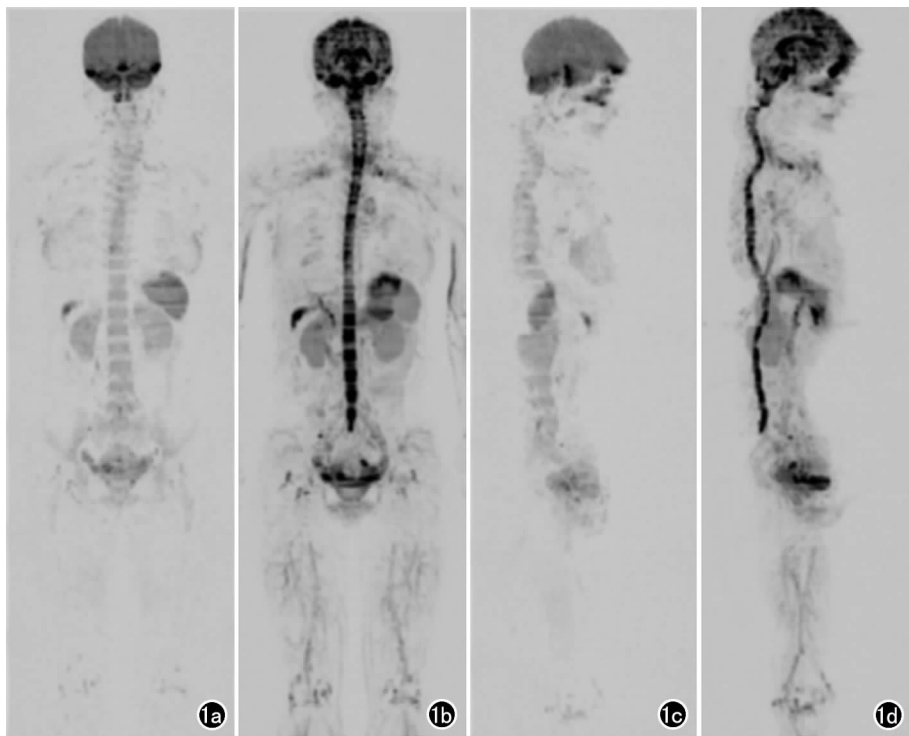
正常健康者志愿者 WB-DWI 图像, 女, 42 岁, 全身图像评分为 59 分, 头颈交界区有轻度变形。a) $b=600\text{s/mm}^2$ 正位图; b) $b=0\text{s/mm}^2$ 正位图; c) $b=600\text{s/mm}^2$ 侧位图; d) $b=0\text{s/mm}^2$ 侧位图。上述图像均经过 3D-MIP 及黑白翻转重建而成, 其中 A、C 图像类似于 PET 图像。图像整体显示良好, 各段相邻部分无明显错位, 所得图像清晰、无污染, 全身背景信号差距相仿, 无明显图像断层及错层, 正常组织背景信号被充分抑制。
